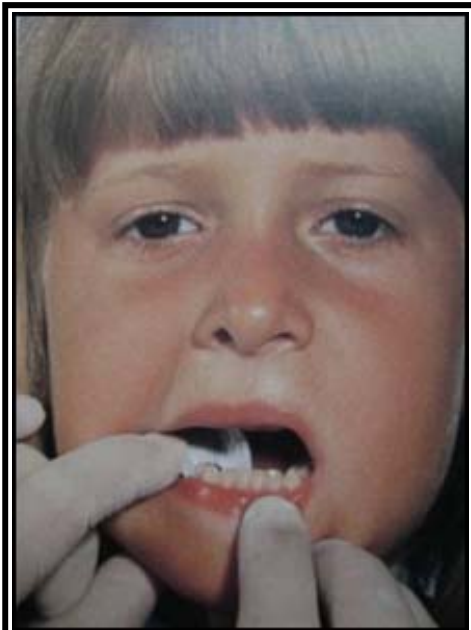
Posición de la radiografía de aleta mordible , abarcando la superficie distal del canino a la superficie distal del último molar.
